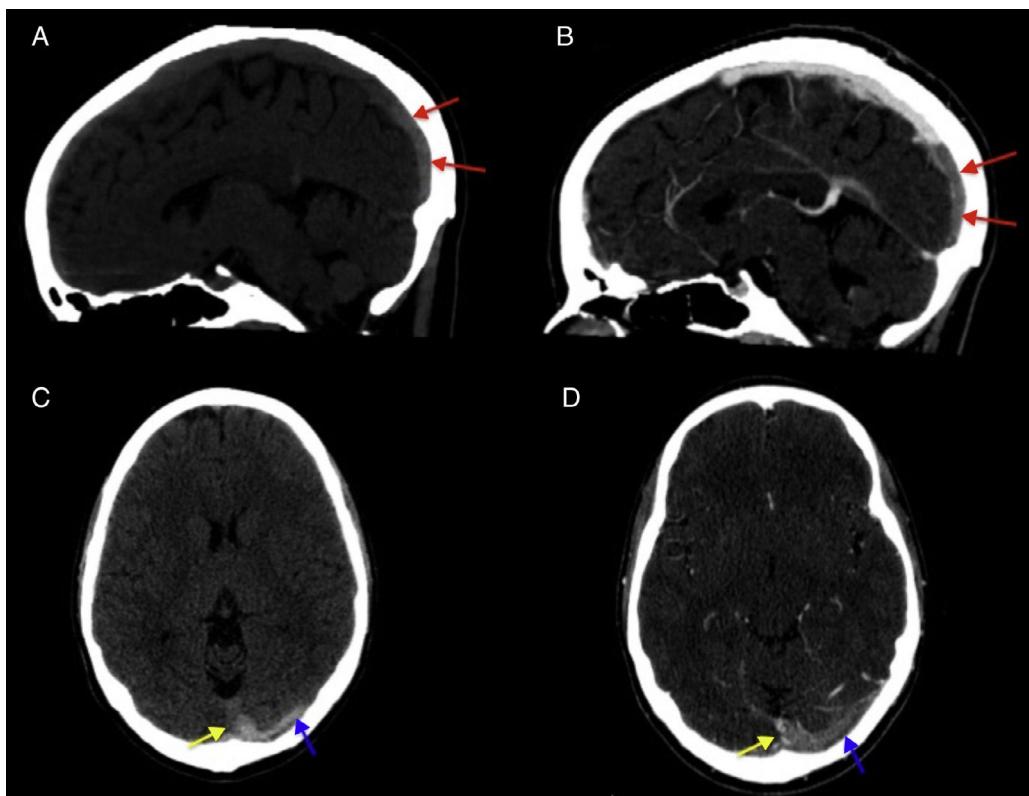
Imágenes sagitales (A, B) y axiales (C, D) de TC de cráneo sin y con contraste IV, respectivamente. Presencia de hiperdensidad de la porción más posterior del seno sagital superior (flechas negras), de la tórcula (flecha blanca) y del seno transverso izquierdo (flecha negra con rayas entrecortadas) en TC sin contraste IV, con defecto de repleción tras la administración de contraste IV en dicha localización, indicativo de trombosis de senos venosos.
